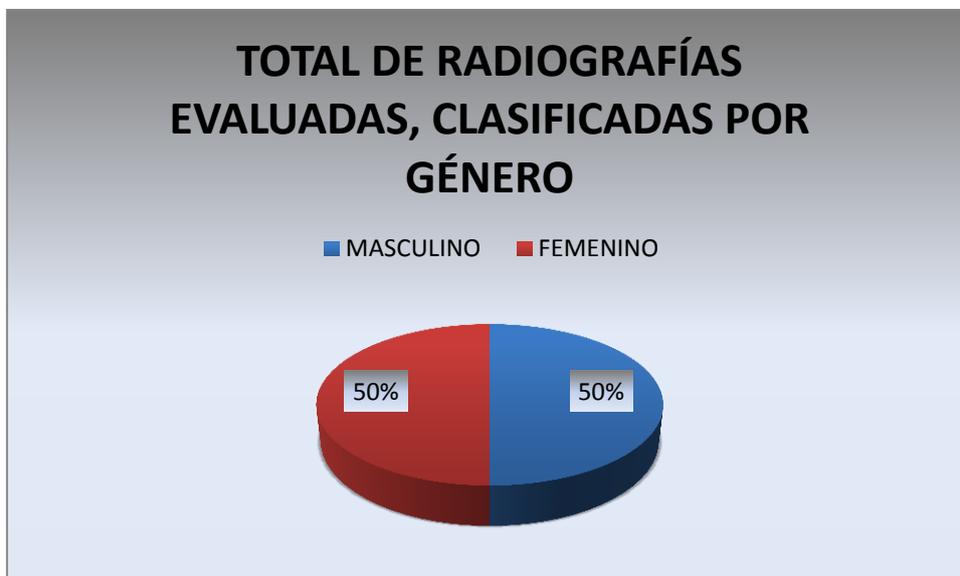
Total de radiografías evaluadas, clasificadas por género
